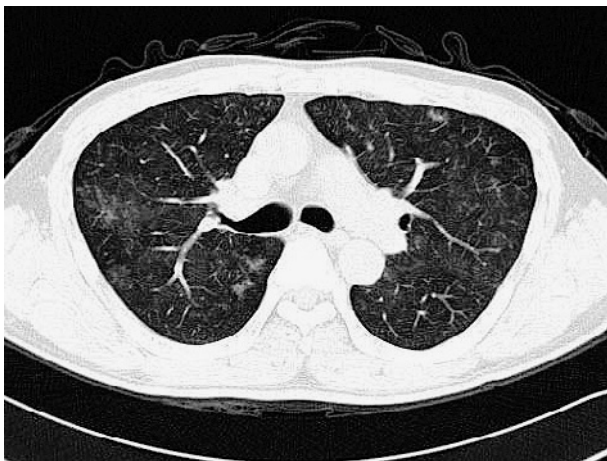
Chest computed tomographic scan performed in December 2010 shows areas of diffuse ground-glass opacity in the bilateral lungs.
